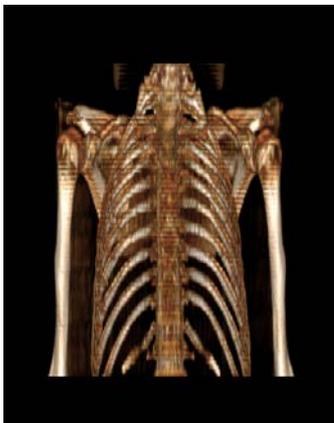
3D-реконструкция компьютерной томографии грудной клетки пациента И. с аплазией ключиц
